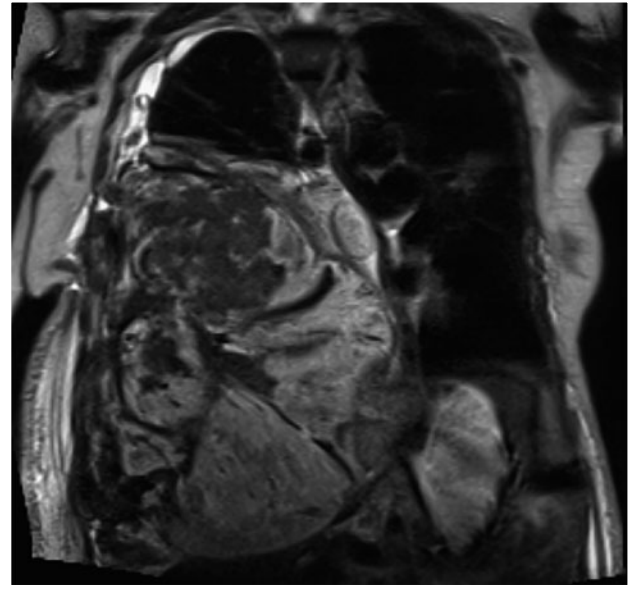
Koronare Schnittbildgebung mittels MRT mit KM 1,5 Tesla T1- und T2-gewichtet: Großer rechtsthorakaler Tumor mit Einwachsen des Tumors in das Diaphragma und einem Tumorzapfen in den rechten Leberlappen (Infiltration?). Ein direkter Kontakt zur 11. Rippe rechts ist sichtbar, wobei diese Region in der MRT hyperintens signalalteriert ist, im Sinne einer Knocheninfiltration. Deutliches Mediastinal-Shifting nach links.
